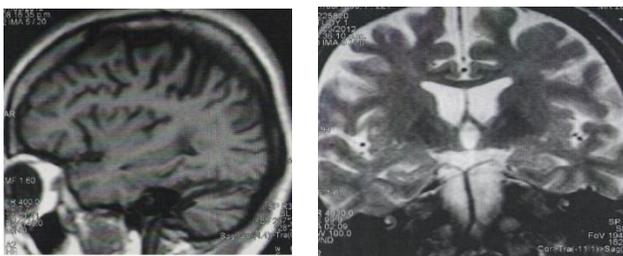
Imagen a la derecha corte coronal T2 e imagen a la izquierda T2 corte axial. Imágenes tomadas de la Resonancia Magnética craneal, de la paciente.
